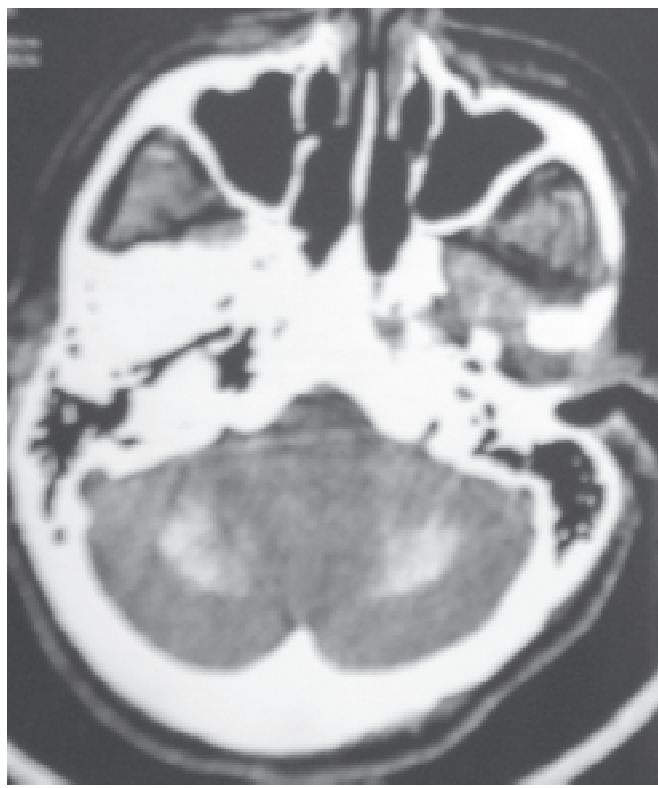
TC de crânio mostrando calcificações cerebelares
